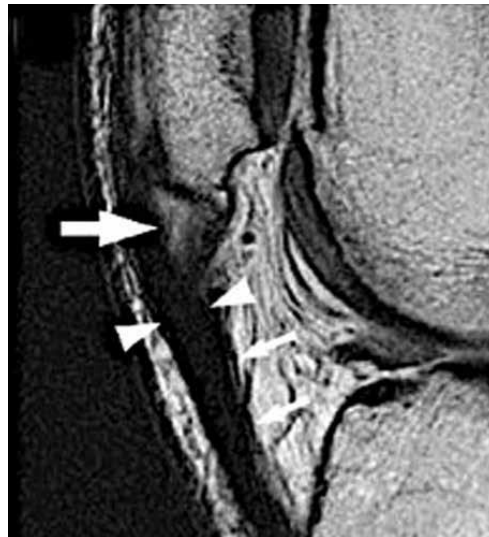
RM com alterações de intensidade do sinal do tendão rotuliano e um espessamento do mesmo. (a partir de Christian et al, 2014) (31)
